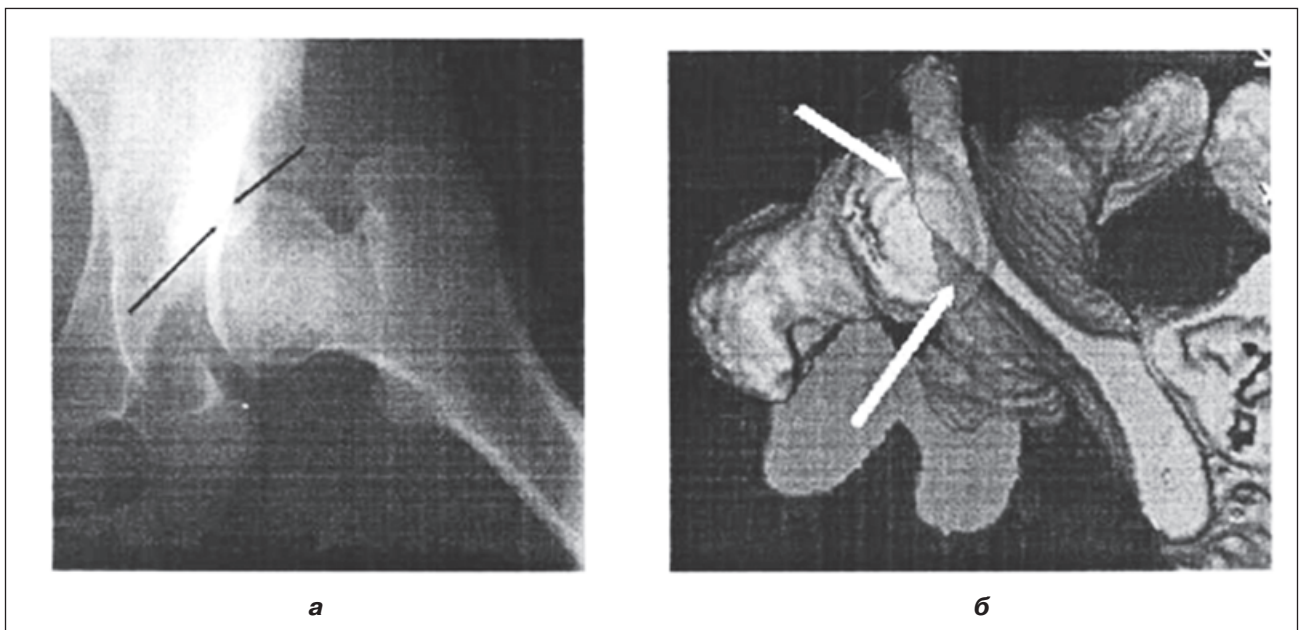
Фотоотпечаток с компьютерной томограммы больного К., 6,5 года: а) аксиальная проекция; б) 3D-реконструкция — определяется недоразвитие передневерхнего края ВВп справа
